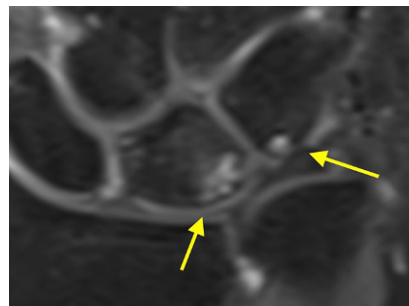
▲ Ulna-Impaktions-Syndrom in der Magnetresonanztomographie (MRT, T1-Wichtung) mit knöcherner Signaländerung im ulnaren Aspekt des Mondbeins und radialen Aspekt des Dreieckbeins
